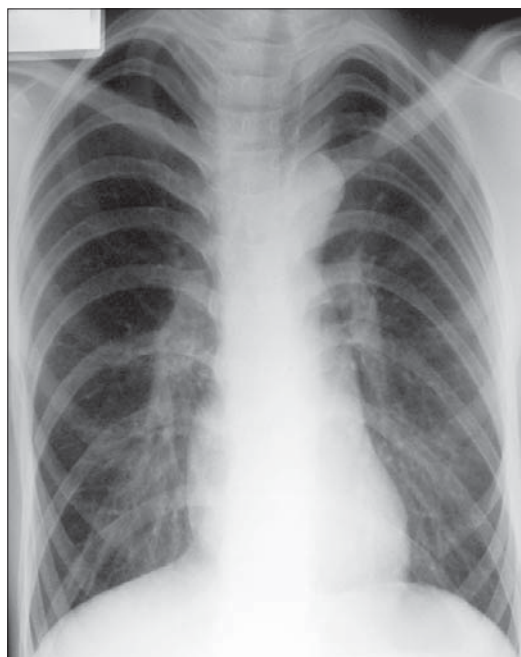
Sindrom Marfan. Radiografie toracică PA. Torace alungit. Coaste subțiri. Hipertransparență pulmonară.
